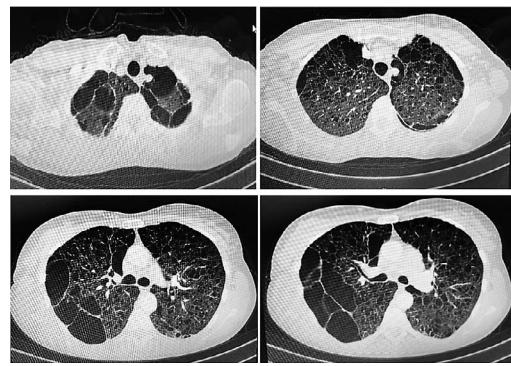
Компьютерные томограммы органов грудной клетки пациентки с ЛАМ.
